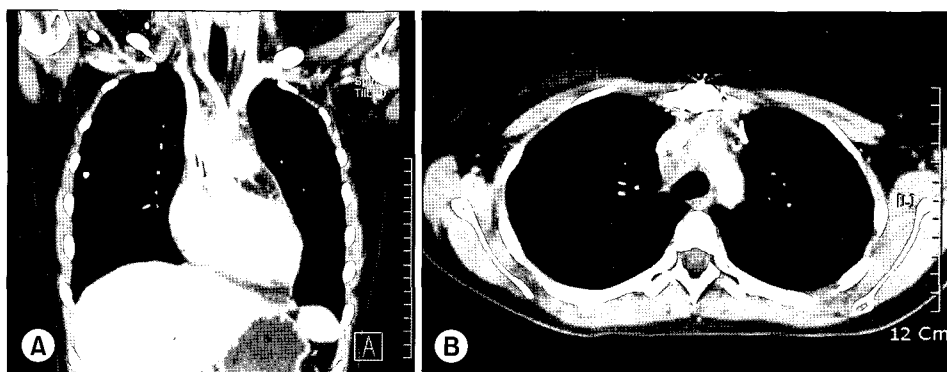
Chest CT 17 months after diagnosis: It shows decreased size of large mediastinal mass.
